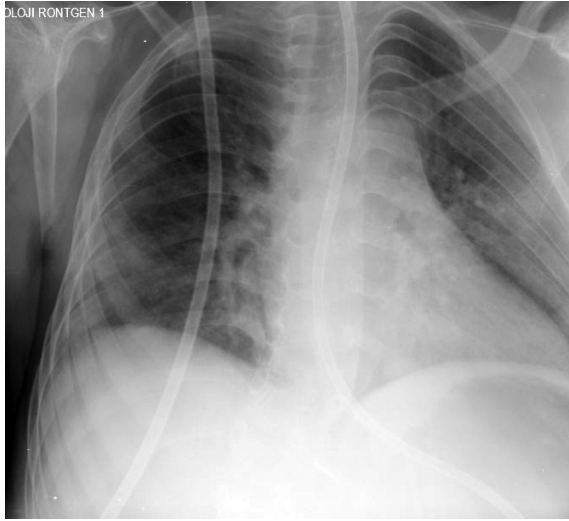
Hastanın ilk danışıldığındaki akciğer grafisi, teikoplanin, meropenem ve kaspofungin alıyordu.
